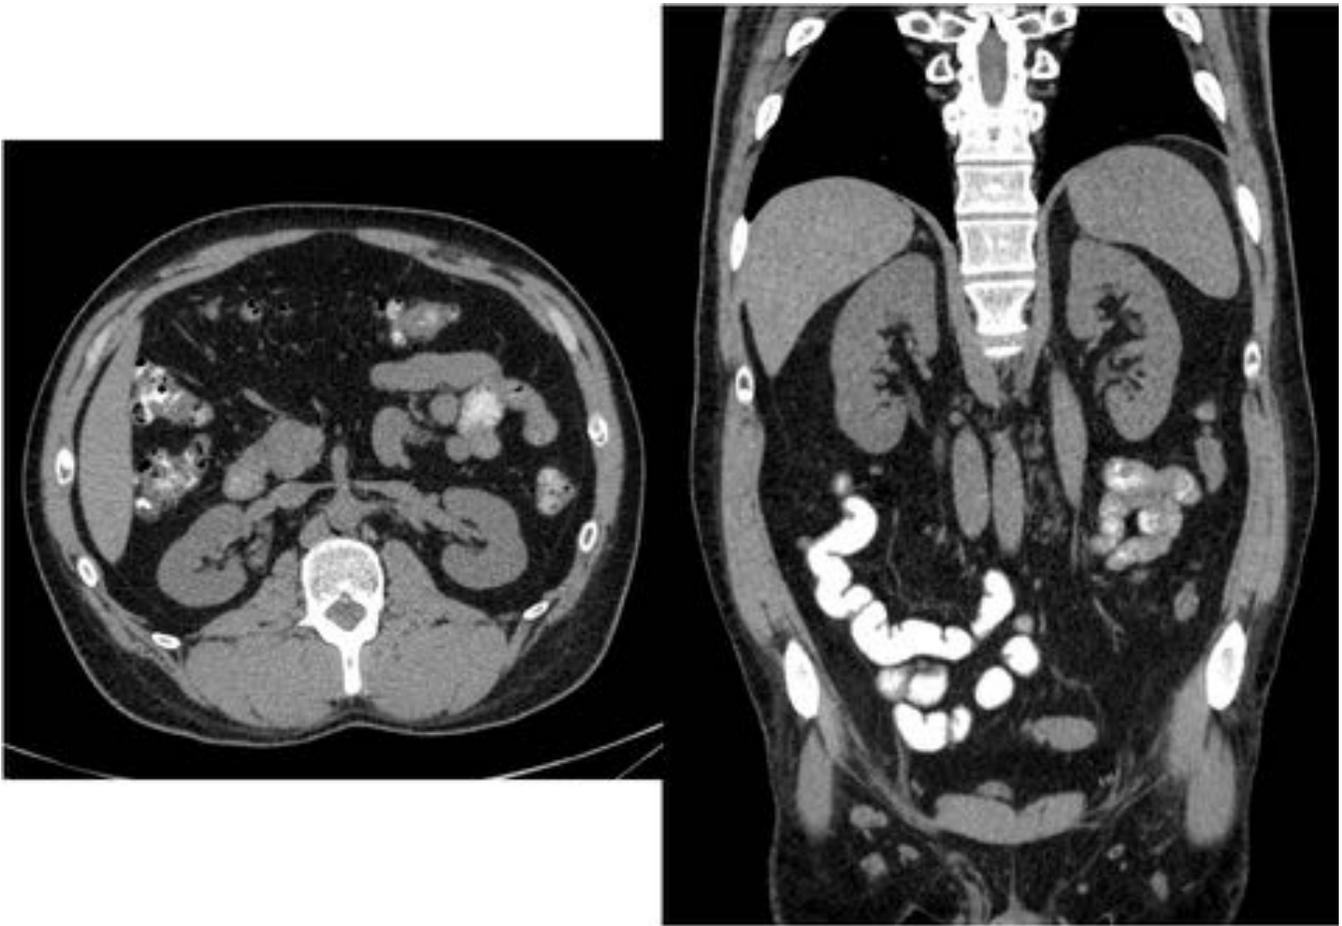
UroTC. TC abdominopélvico sin contraste iv, corte axial y reconstrucción coronal de ambos riñones. Se valora posición, tamaño y morfología renal, presencia de litiasis o lesiones con calcio, así como apariencia sin contraste iv de masas renales. Podemos realizar un estudio del resto del abdomen y pelvis.
